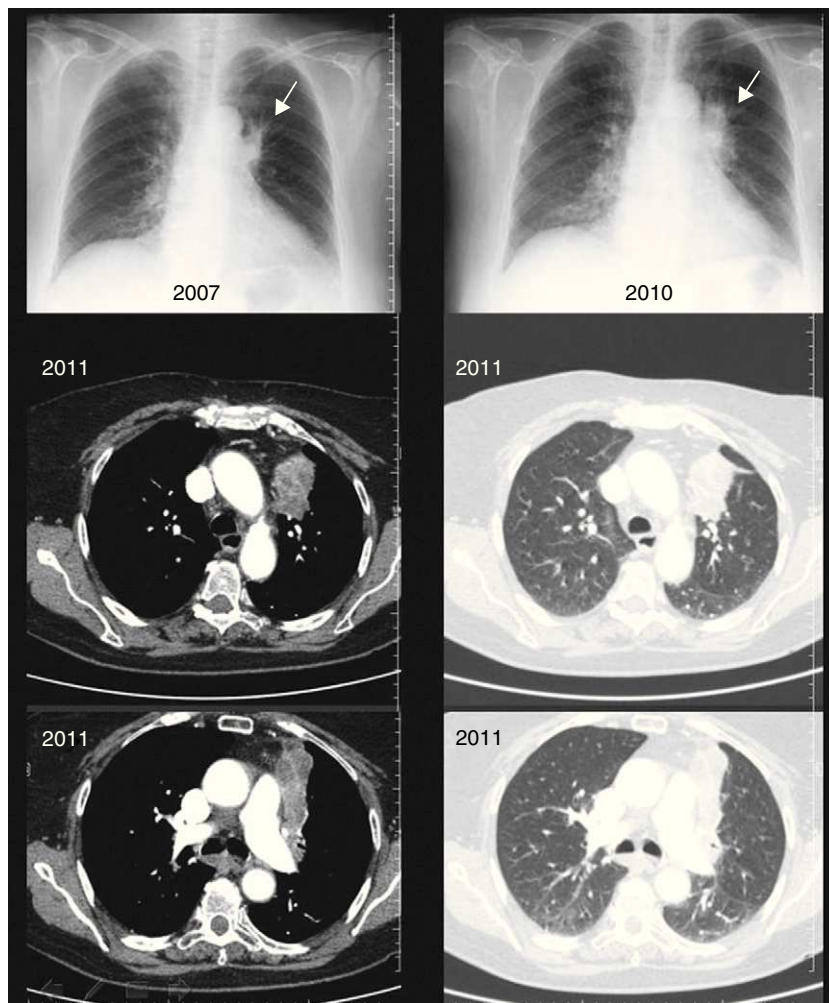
La radiografía y la TAC torácica del caso 2 muestran masa-atelectasia del lóbulo superior izquierdo.
